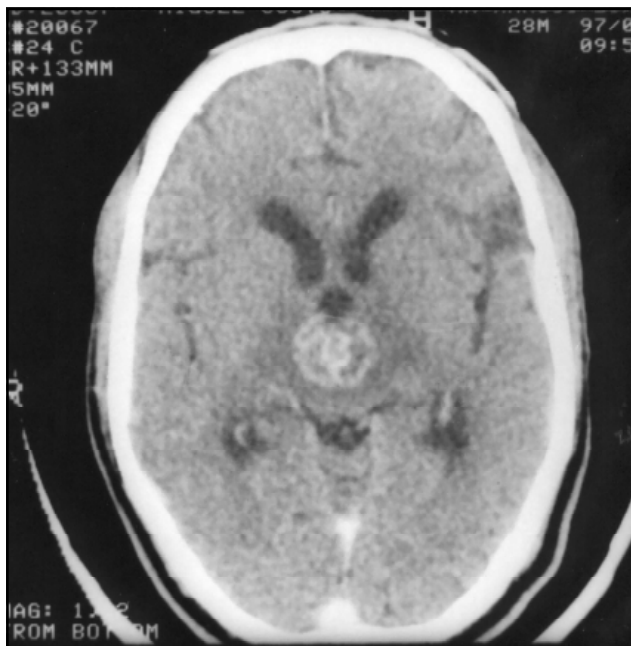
TC mostrando imagem hipodensa na região periaquedutal, que capta contraste.
